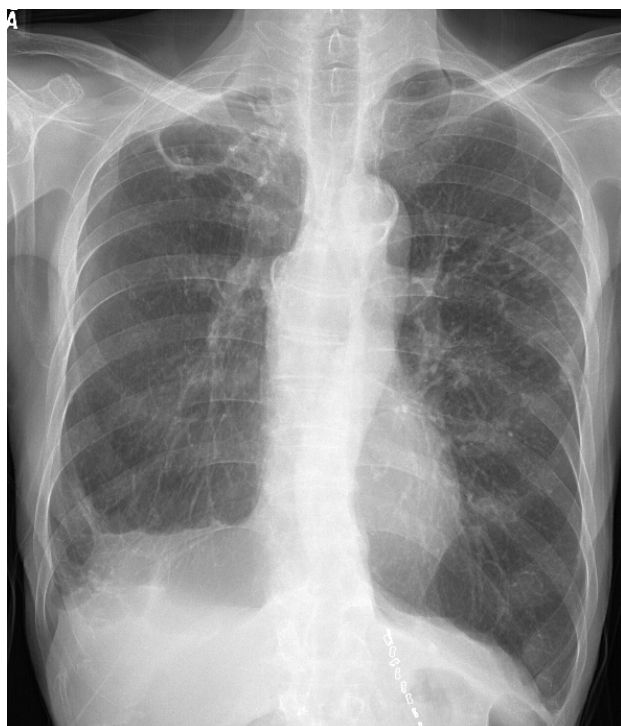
Mycobacterium intracellulare* pulmonary disease of the upper lobe cavitory form in a 72-year-old man. Chest radiograph shows thin-walled cavity in the right upper lobe.
